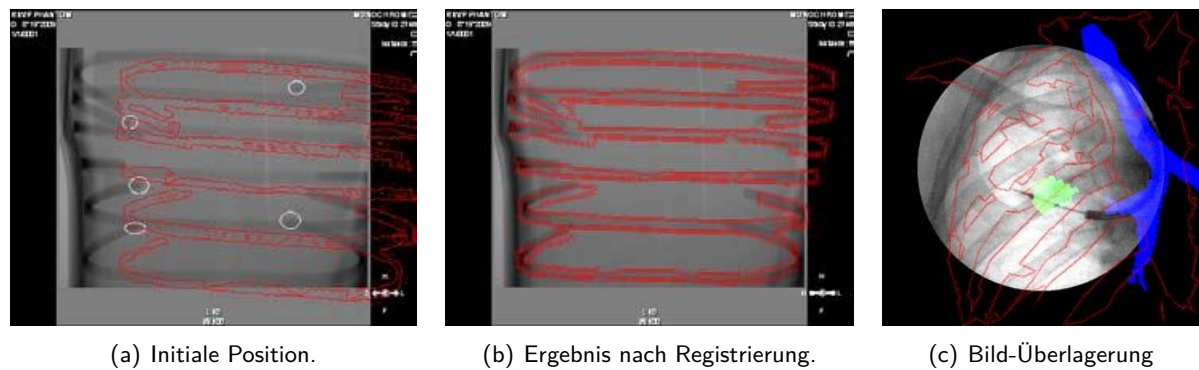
Evaluation an Phantom-Daten und Überlagerung der Atemwege (blau), Läsion (grün) und Knochenstrukturen (rot) auf einem Röntgenbild. [153] ©2010 IEEE
